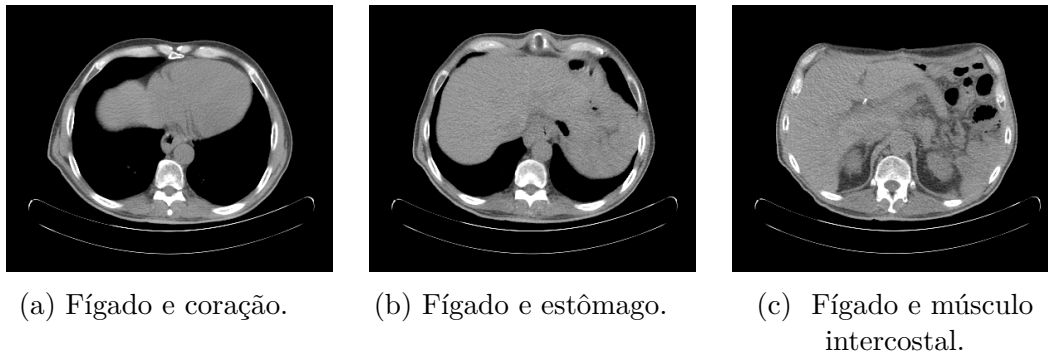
Comparação do fígado com os órgãos adjacentes através de imagens de TAC de baixa dose.
